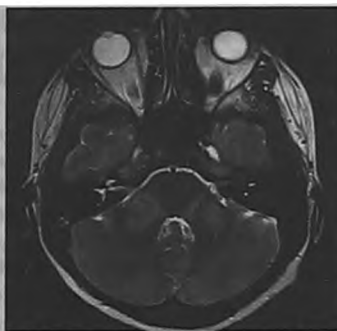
МРТ головного мозга (через 4 месяца от начала антиретровирусной терапии).
